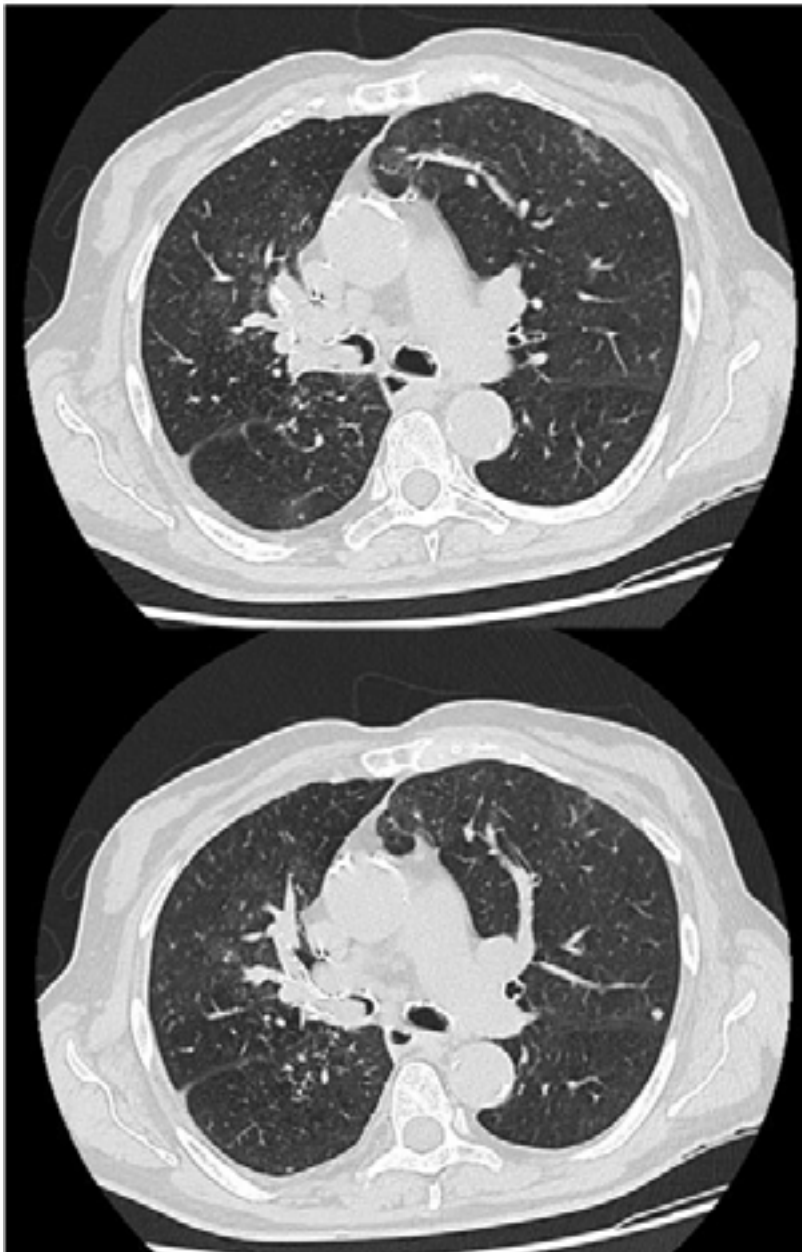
TC de tórax realizado en Unidad de Cuidados Intensivos. Ocupación de bronquio principal y superior derechos
